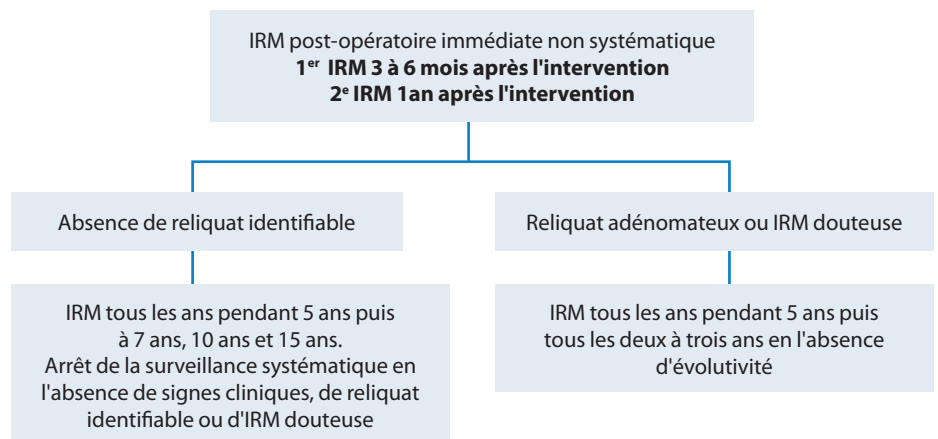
Surveillance IRM après traitement chirurgical d'un adénome hypophysaire non fonctionnel.
